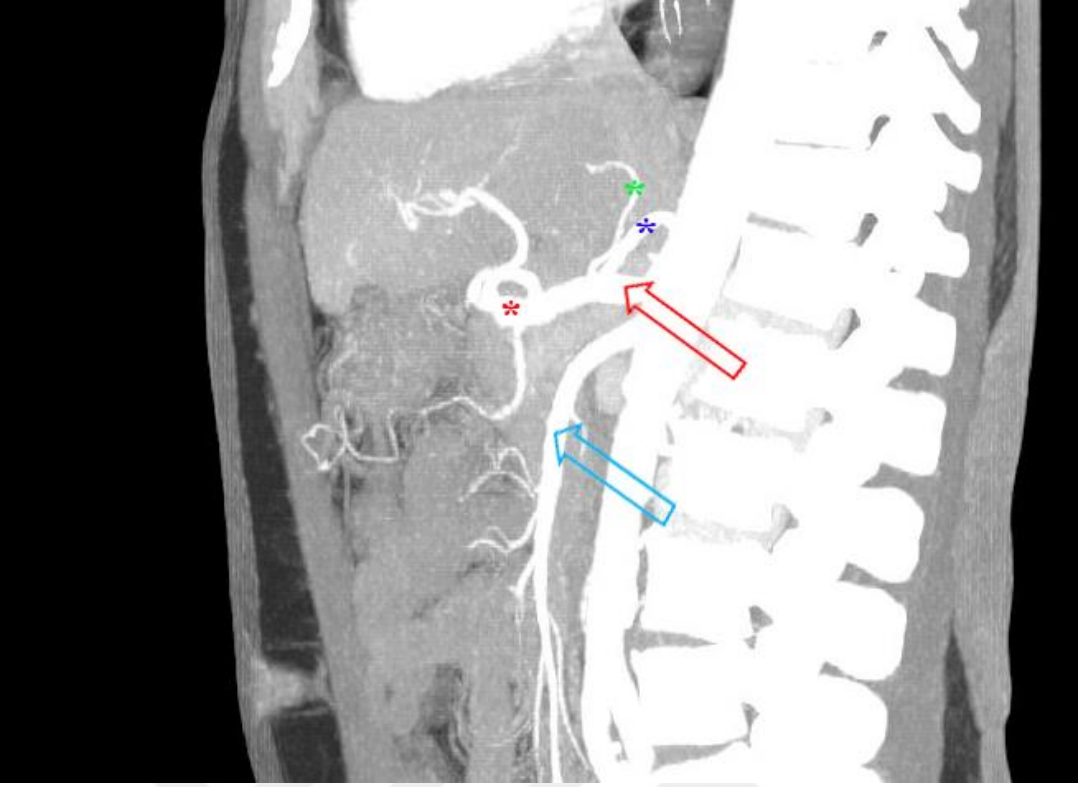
70 yaşında erkek hastada normal TC görüntüsü
